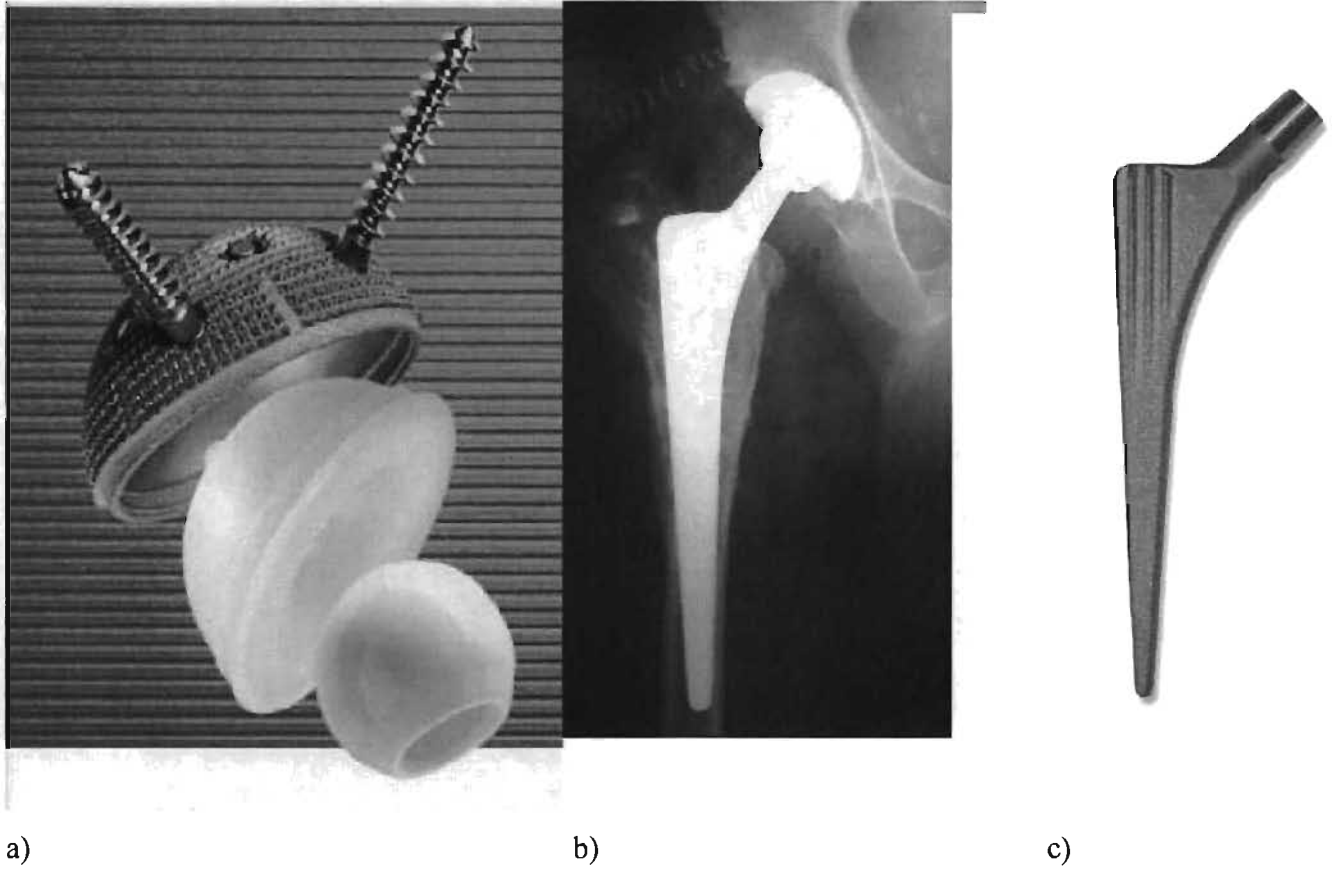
prothèse totale de hanche conventionnelle : a) cupule acétabulaire non cimentée (avec vis), pièce de polyéthylène et tête de 28mm de diamètre b) radiographie post opératoire démontrant l'installation d'une PTH c) tige fémorale.
